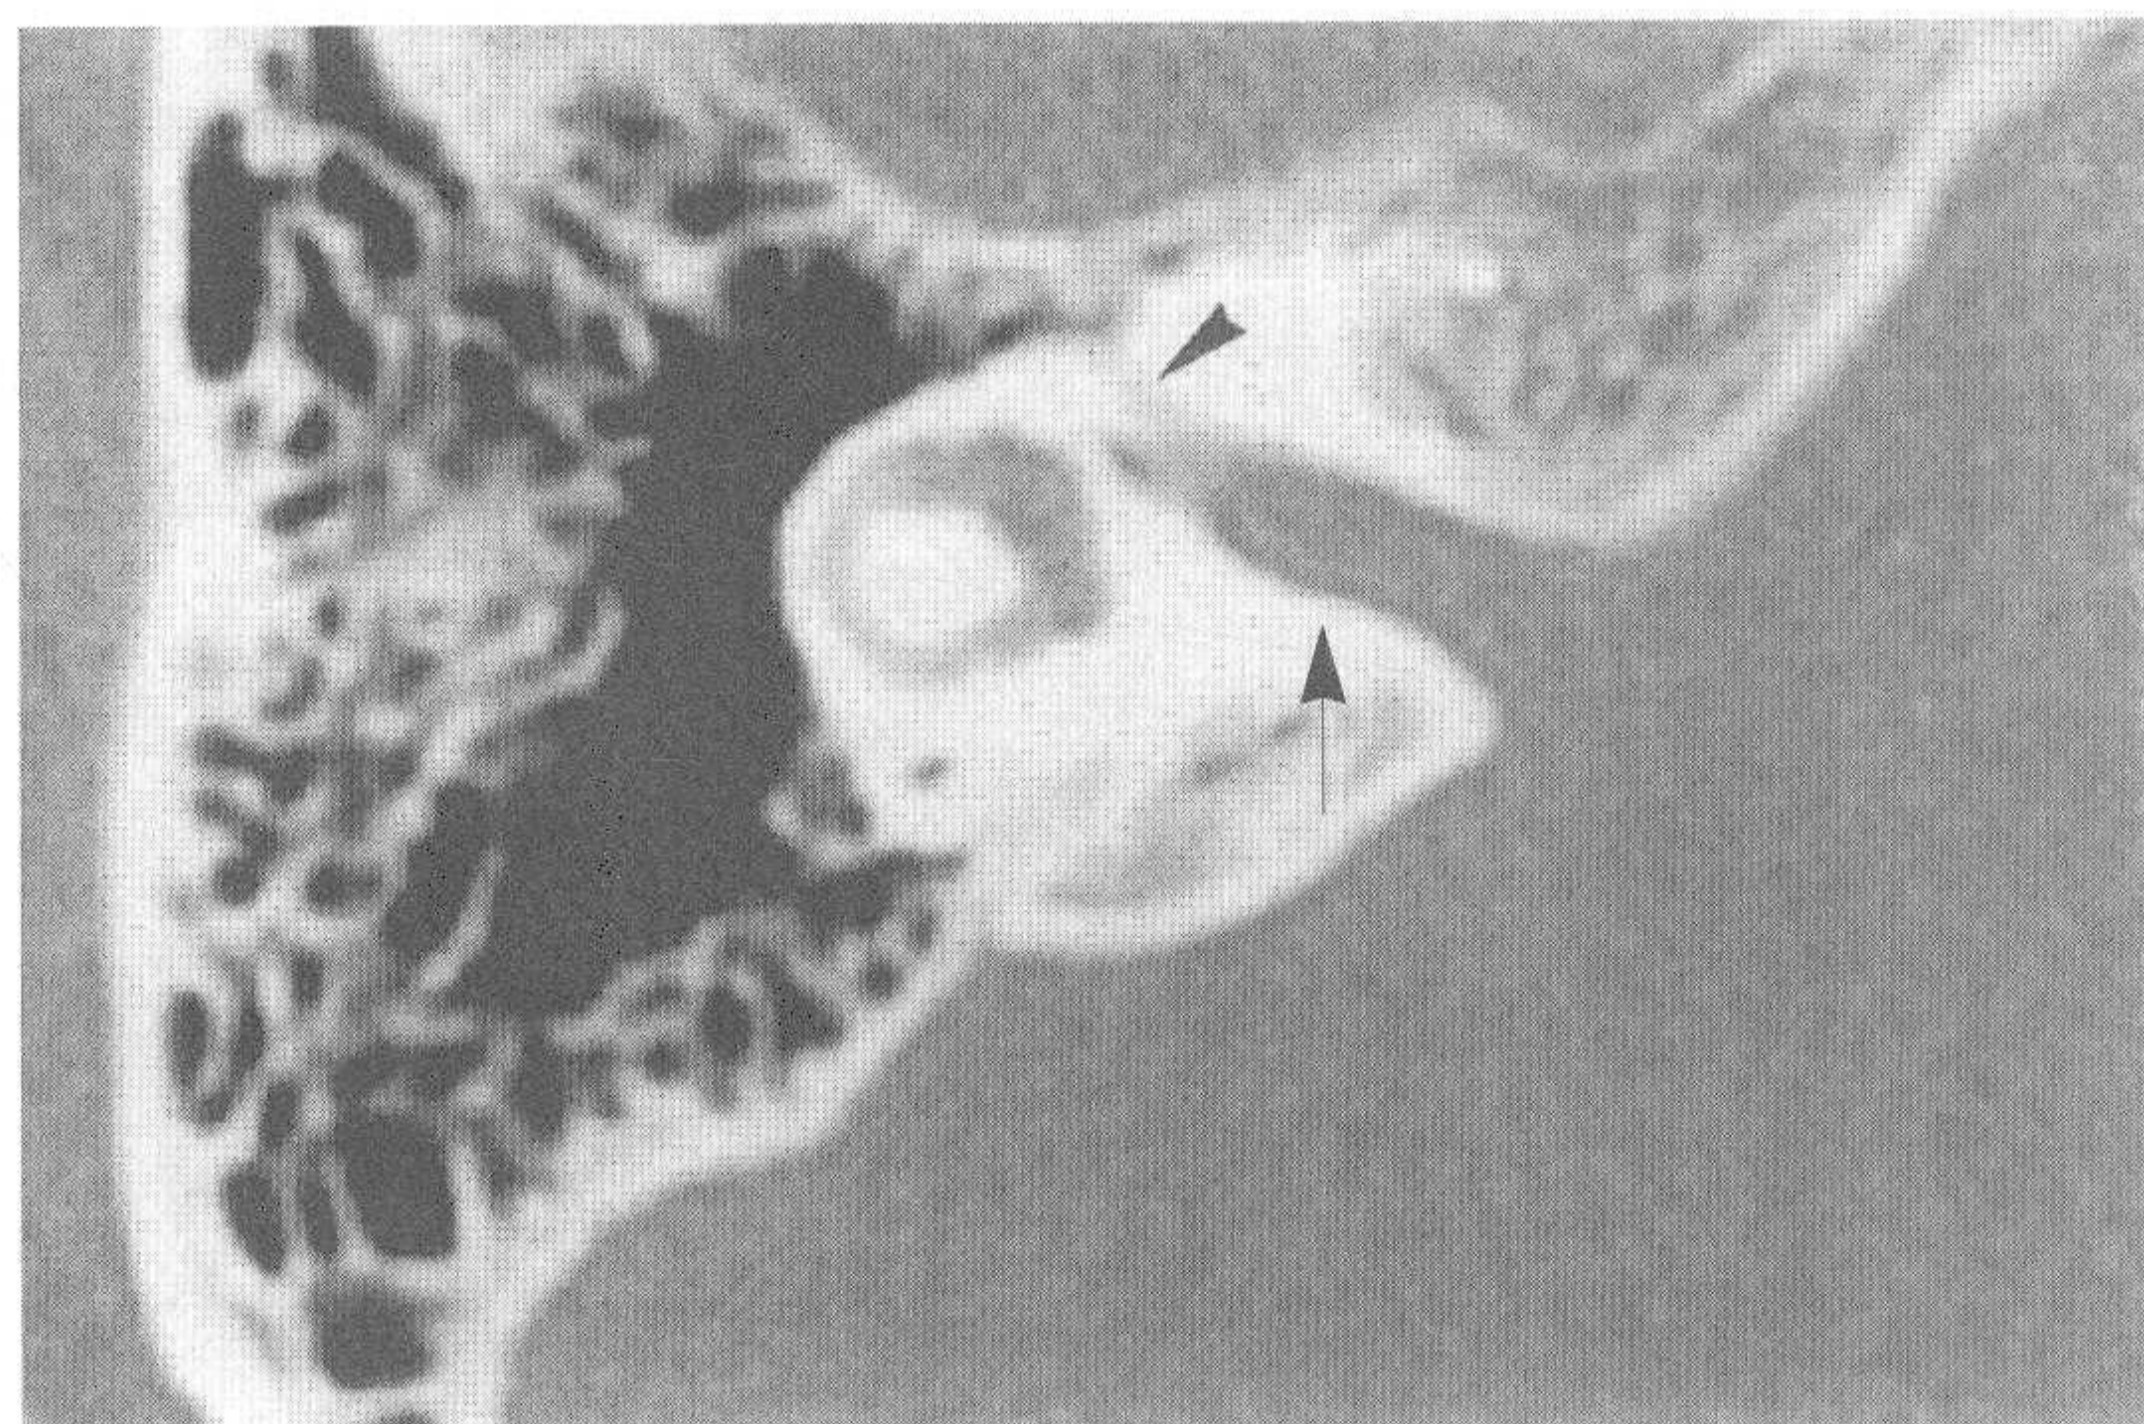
对应正常颞骨CT图像（小箭头示面神经迷路段，大箭头示内听道）
